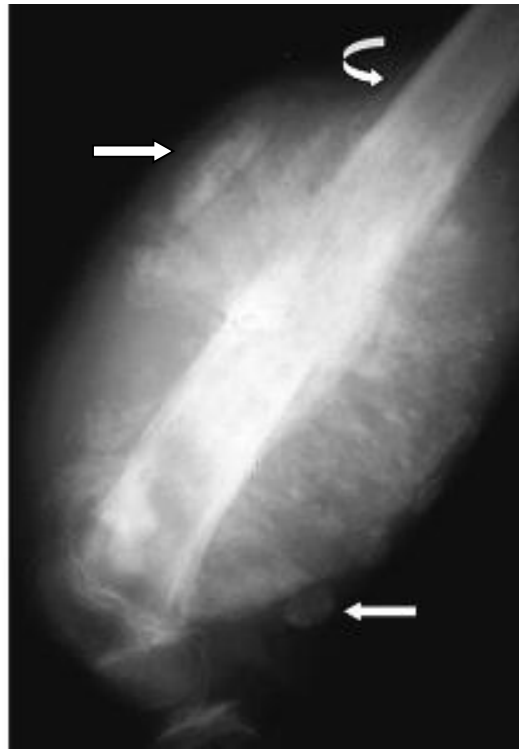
Рентгенограма стегнової кістки в бічній проекції. Діафізарна кортикальна ОС – у діяфізі кістки визначається масивне, нерівномірне пухлинне кістковоутворення, що руйнує кортикальний шар з масивним циркулярним спікулоподібним періостозом, періостальним козирком (кругова стрілка) та шкір метастазами.
